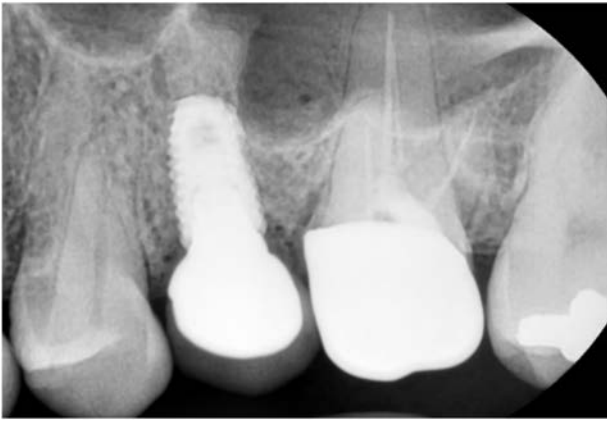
Radiograph of 6 Months after final restoration delivery of the case 2.
